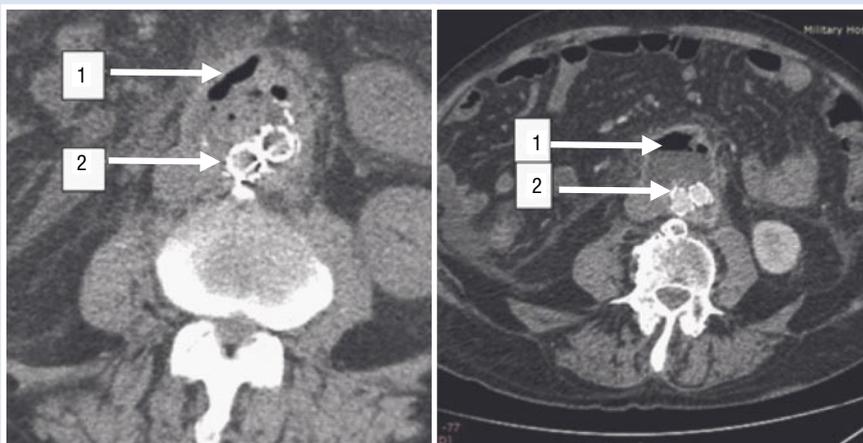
КТ-ангиография через 3 месяца после эндопротезирования. 1 — газ; 2 — ветви эндопротеза.
